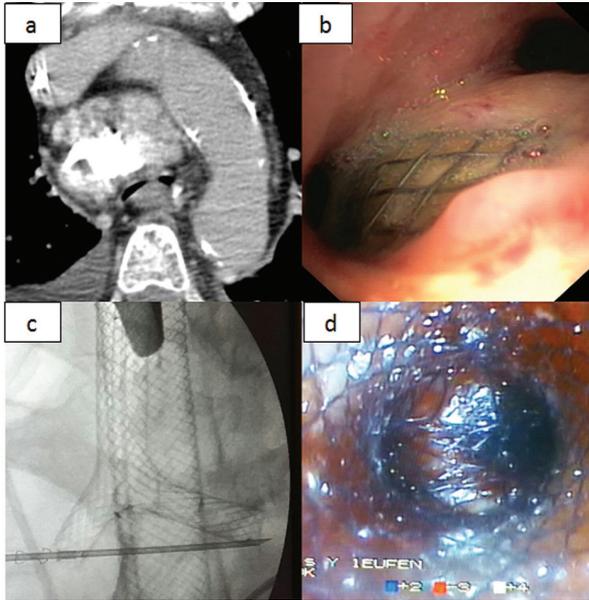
a) Tomografía axial computerizada de la primera paciente donde se observa una gran compresión extrínseca de la vía aérea por un bocio intratorácico. b) Gran defecto fistuloso que deja ver la prótesis esofágica desde la tráquea, en el caso 2. c) Visión radioscópica del mismo caso anterior una vez expandida la prótesis tráqueobronquial, detrás de la cual observamos la esofágica. d) Visión endoscópica de la prótesis donde apreciamos la rama traqueal y ambas bronquiales, con la carina al fondo en el paciente del caso 3.
